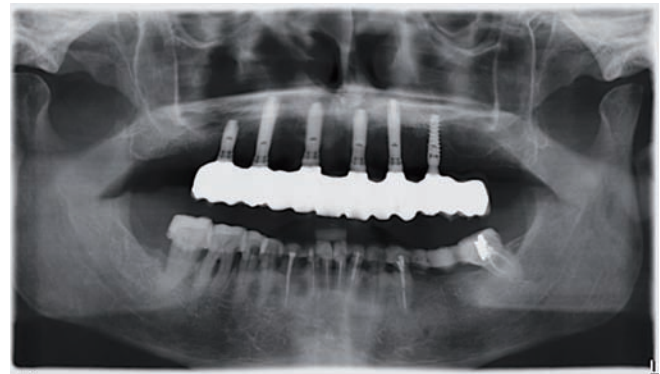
La radiografía postoperatoria muestra una precisión satisfactoria de la prótesis fija de circonio de 12 elementos superior y el ajuste marginal de las restauraciones libres de metal inferiores.
